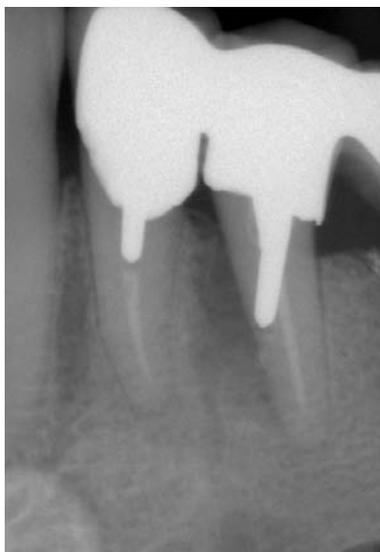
Die diagnostische Röntgenaufnahme der Zähne 34 und 35 zeigt eine nicht axiale Einschubrichtung des Stiftes und eine laterale Radioluzenz am Zahn 35.
